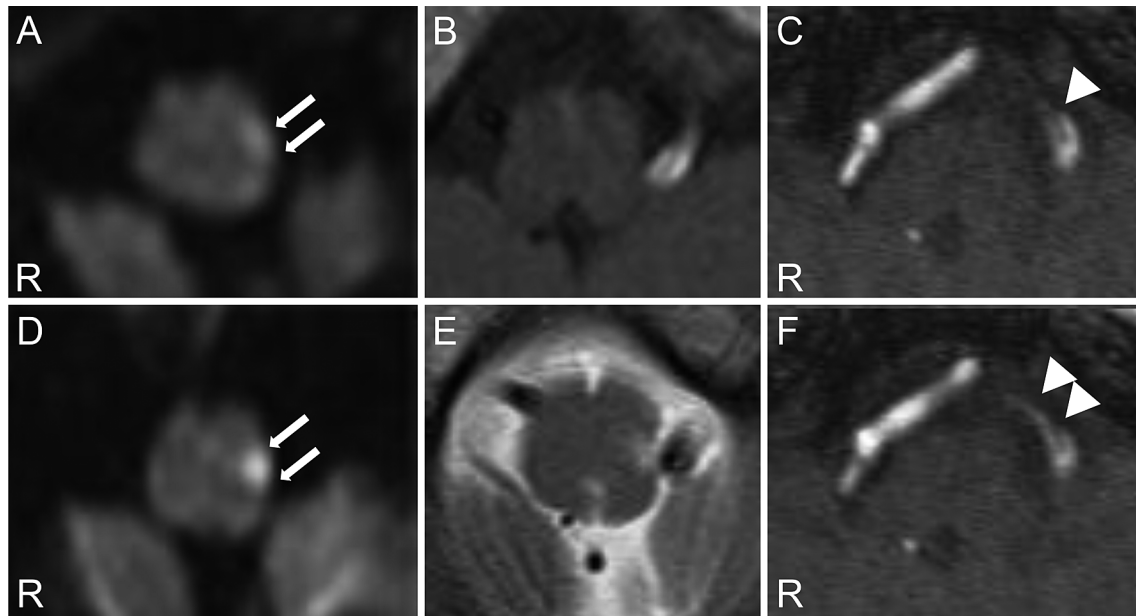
Brain MRI and MR angiography of the patient.
